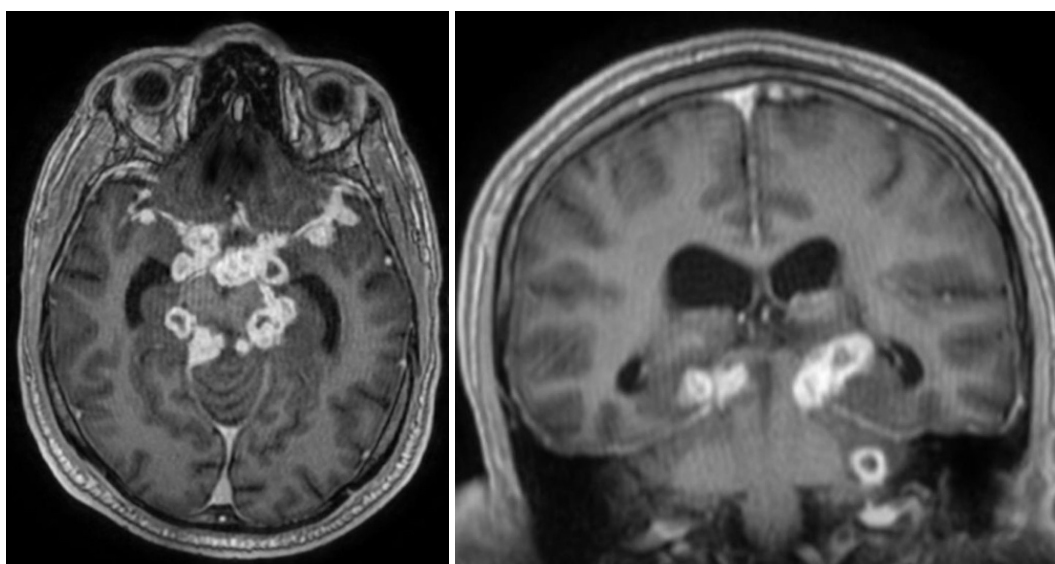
Imagens de RM em sequência pós contraste evidenciando leptomeningite: realce meníngeo nas cisternas basais e formações de granulomas (Caso do HUB)
